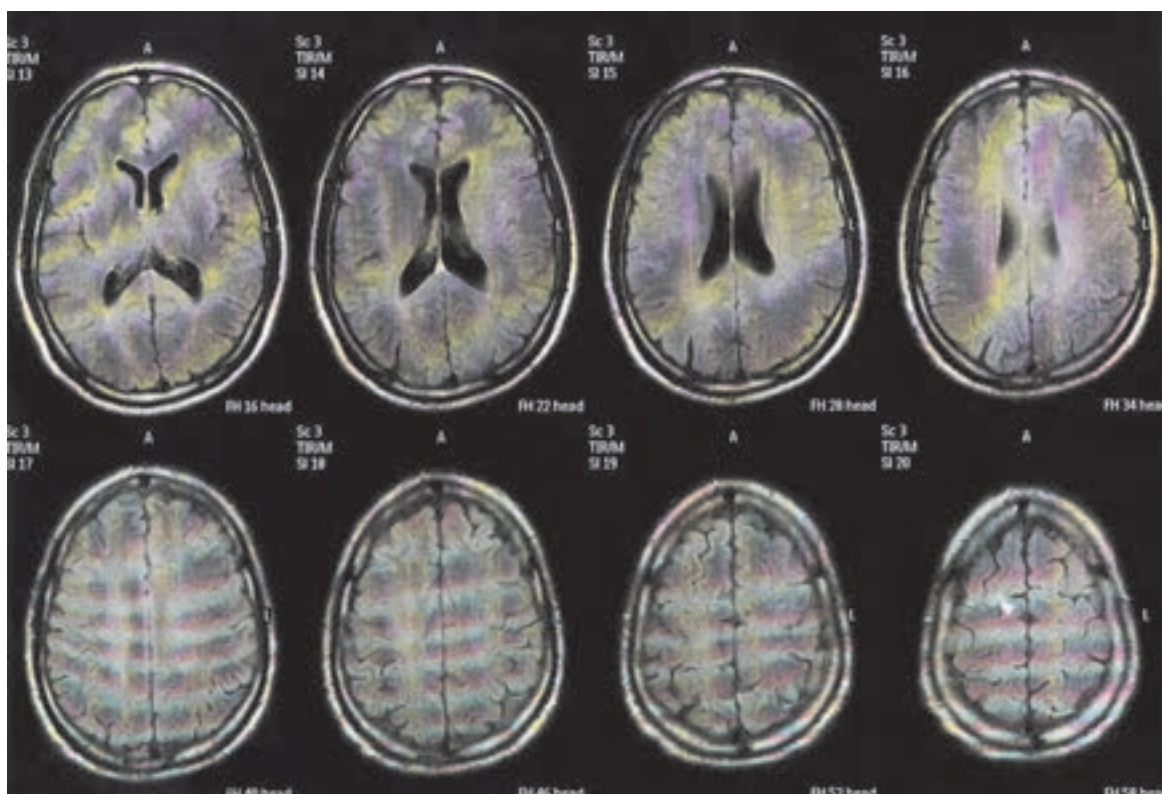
Kraniale Magnetresonanztomografie (cMRT) mit Darstellung der axialen Ebene (September 2007). Die intrakranielle raumfordernde Läsion ist nicht mehr nachweisbar.
